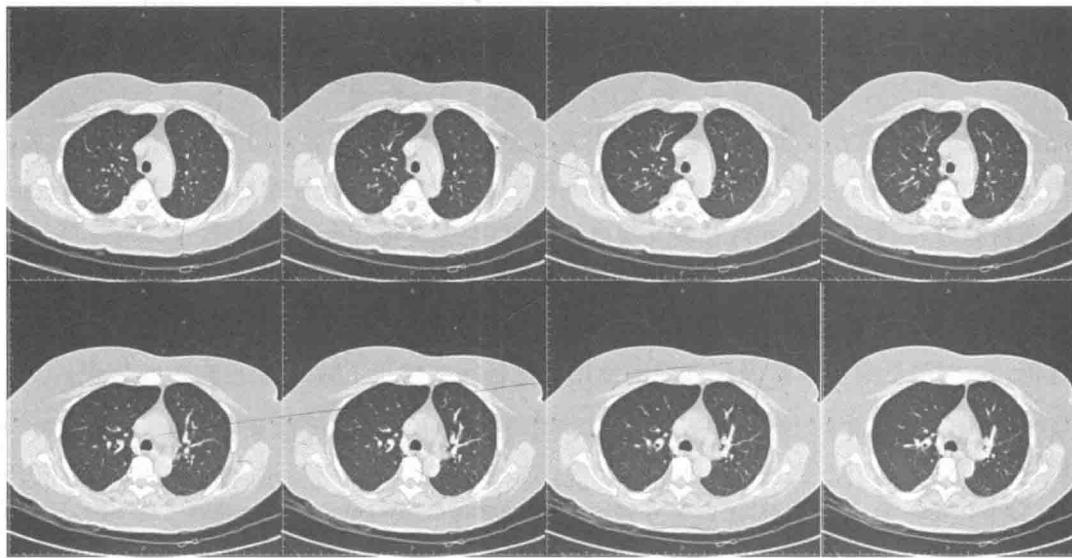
入院第 14 天时胸部 CT 扫描显示：胸廓对称，纵隔居中，气管及气管分叉通畅，两侧肺门影不大，心脏大小形态如常，两侧支气管血管束分布正常，左肺下叶见高密度条索影，两侧胸膜增厚，胸壁未见异常。考虑左肺下叶纤维灶，两侧胸膜增厚
